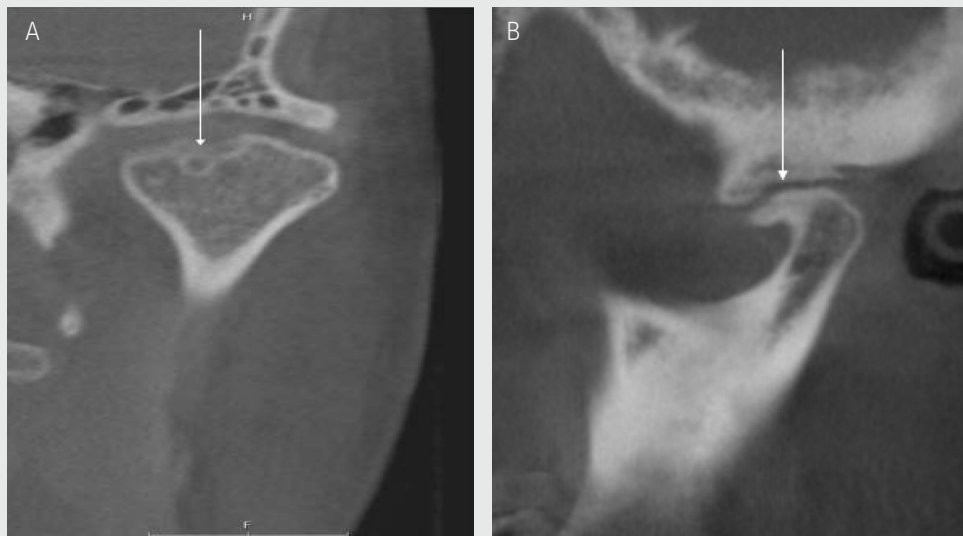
Osteoarthritis on CBCT. A. coronal view of subchondral cyst (Ely's cyst). B. Sagittal view of osteophyte.
